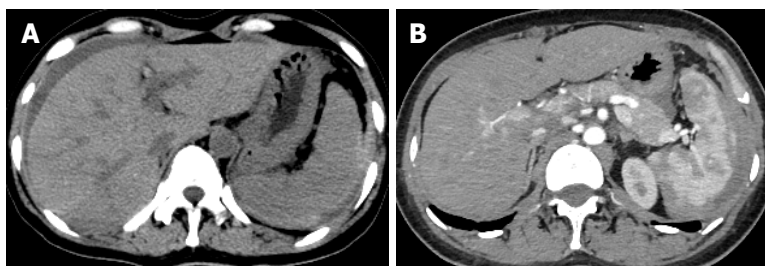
患者结肠镜检查后腹部CT平扫及增强扫描. A: 腹部CT平扫: 脾脏边缘不清, 周围见片状稍高密度影; B: 腹部CT增强扫描: 肝周、脾周、盆腔内见片状液性密度影, 脾脏边缘弱强化灶并脾周积血. CT: 电子计算机断层扫描.
